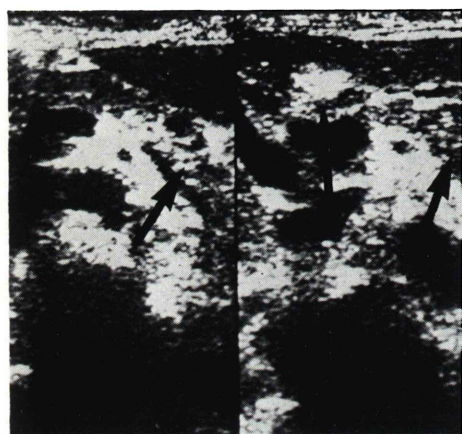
(a) Ultrasonogram (↗: pancreas).
